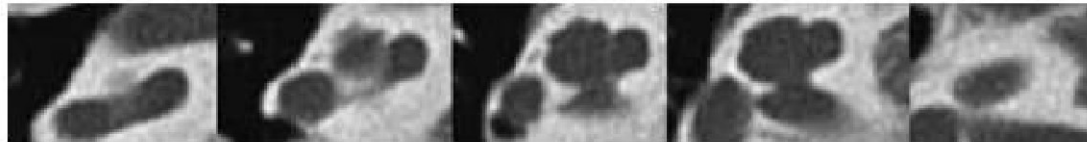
CT of the cochlea right side, incomplete partition type II
